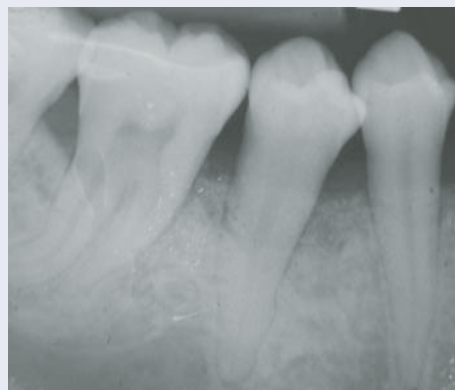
Fig 1a7. Radiografía realizada 4 meses después de la cirugía regenerativa.
